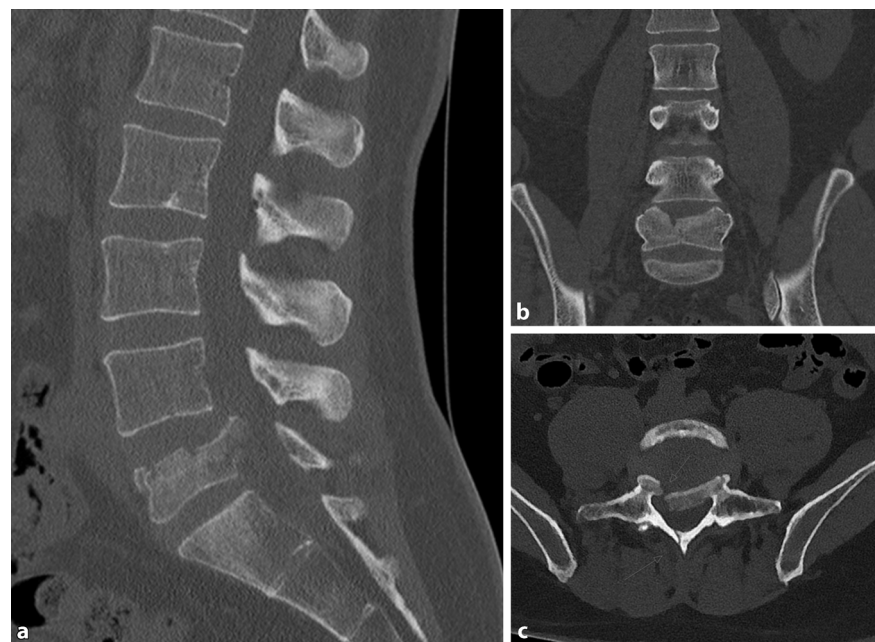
▲ Computertomographie der LWS/Sakrum. Sagittal- (a), Koronar- (b) und Axialschnitt (c). Instabile LWK-5-Berstungsfraktur (A4 N0 nach AO-Spine) mit Dislokation der Hinterkante, konsekutiver Spinalkanalstenose und geringer Dislokation des rechten Facettengelenks
